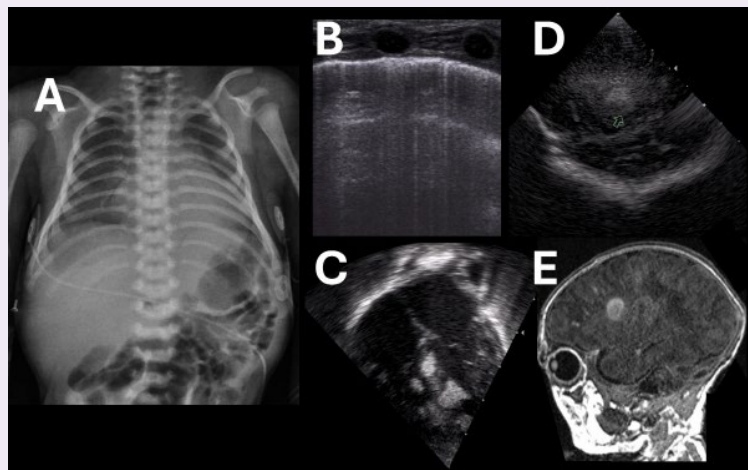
Radiografía de tórax y ultrasonidos al ingreso.
